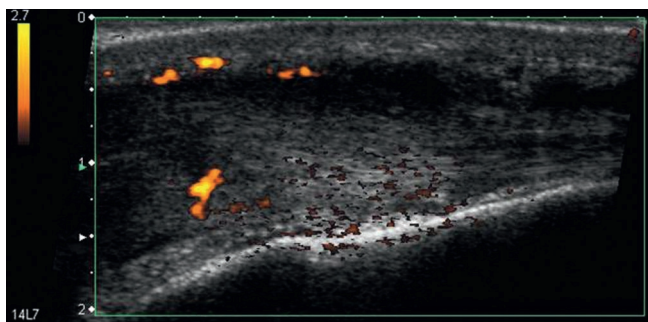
Échographie des fibulaires.
